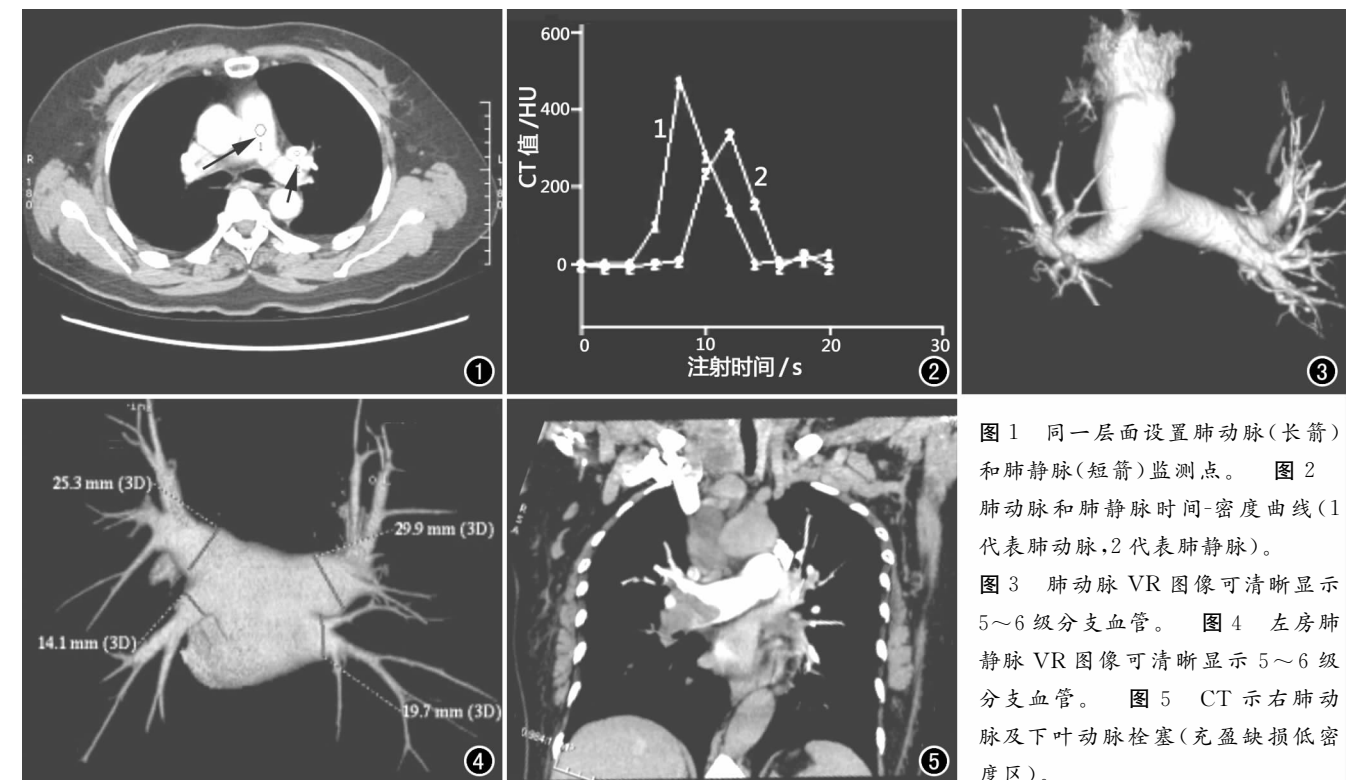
同一层面设置肺动脉(长箭)和肺静脉(短箭)监测点。图 2 肺动脉和肺静脉时间-密度曲线(1 代表肺动脉, 2 代表肺静脉)。图 3 肺动脉 VR 图像可清晰显示 5~6 级分支血管。图 4 左房肺静脉 VR 图像可清晰显示 5~6 级分支血管。图 5 CT 示右肺动脉及下叶动脉栓塞(充盈缺损低密度区)。
